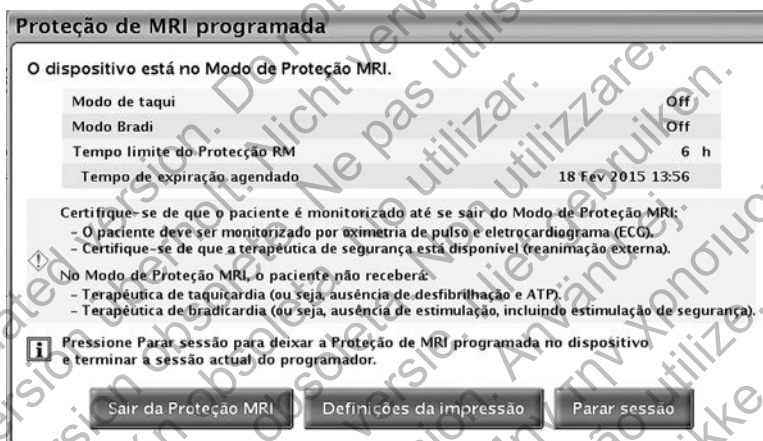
Figura D-4. Caixa de diálogo Protecção de MRI programada com o botão Sair da Protecção de MRI
